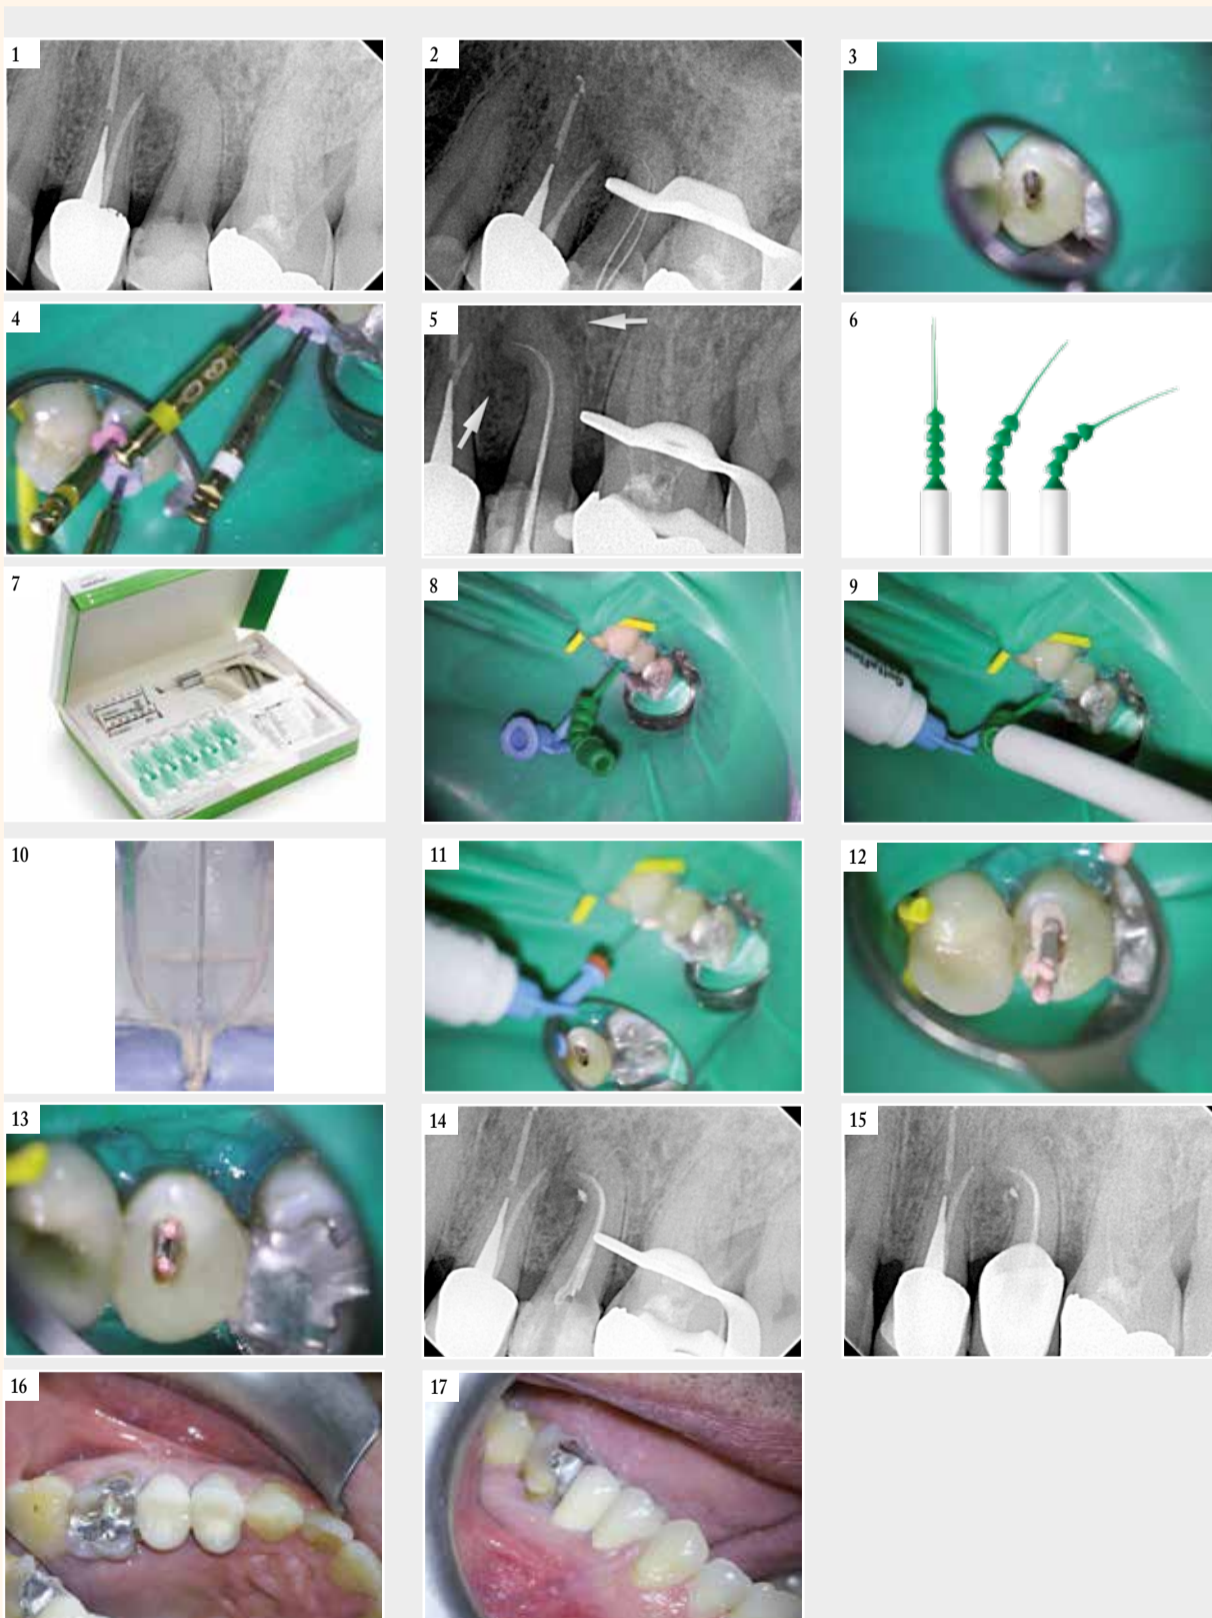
Situation clinique. | Fig. 2: Lésion périapicale dans une racine extrêmement courbée. | Fig. 3: Canaux confluent. | Fig. 4: Instrumentation au moyen de limes rotatives HyFlex CM. | Fig. 5: Lésions latérales semblant indiquer deux orifices de sortie latéraux. | Fig. 6: Canule d'aspiration Surgitip-endo. | Fig. 7: Kit d'introduction GuttaFlow. | Fig. 8: Fixation des deux embouts dans les orifices au moyen d'un matériau de scellement. | Fig. 9: Raccordement de la canule Surgitip-endo et de la capsule GuttaFlow 2 FAST. | Fig. 10: Visualisation de la technique dans un bloc d'exercice en plastique. | Fig. 11: Obturation classique après élimination du scellement provisoire. | Fig. 12: Mise en place des maîtres-cônes préajustés. | Fig. 13: Positionnement des maîtres-cônes. | Fig. 14: Visualisation des orifices de sortie latéraux. | Fig. 15: Radiographie un an après le traitement avec le matériau non résorbable GuttaFlow 2. | Fig. 16: Aspect clinique occlusal. | Fig. 17: Aspect clinique vestibulaire.
